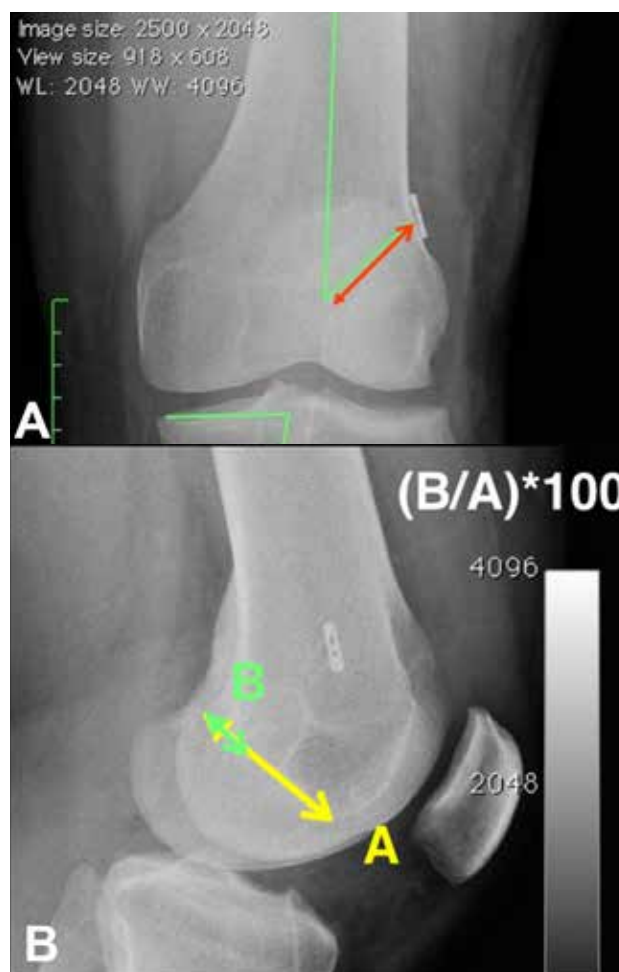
A. Radiografía de fémur de frente donde se observa el ángulo de inclinación femoral (líneas verdes) y la distancia trans-ósea (línea roja con dos flechas). B. Radiografía de perfil, se marca la línea de Blumensaat (A) y la distancia del túnel femoral a la pared post (B).
